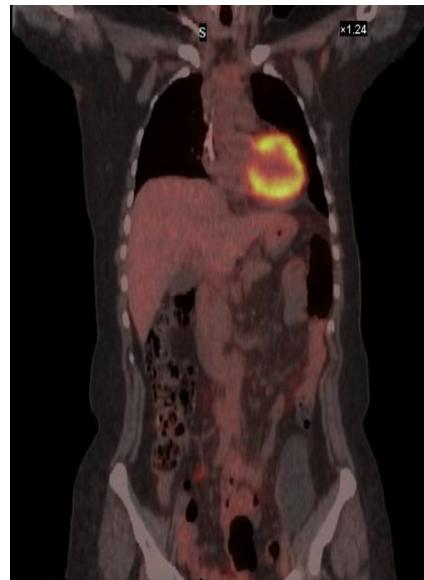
PET-TC posquimioterapia: no se evidencia enfermedad maligna macroscópica.
